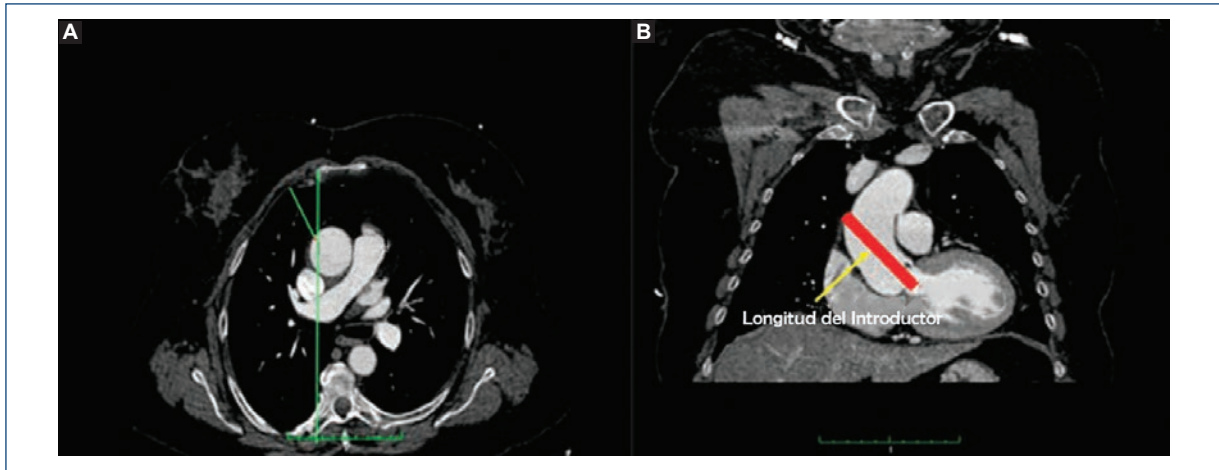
A: en el corte axial de la angio-TC se observa un porcentaje mayor de la aorta a la izquierda en relación con el esternón y la distancia entre el segundo espacio intercostal de la caja torácica y la aorta de 4.4 cm, que lo hace factible para una miniesternotomía. B: punto teórico de punción de la aorta a una distancia de 6.9 cm del anillo valvular aórtico (rectángulo rojo), suficiente para poder desplegar la válvula.
